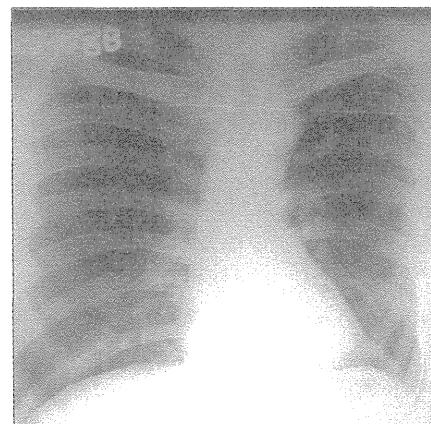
Chest radiograph taken 3 months after treatment showed complete disappearance of the pleural effusion
